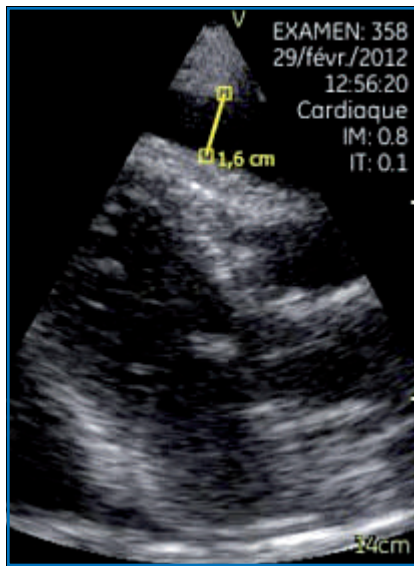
Épanchement péricardique, incidence parasternale G grand axe, échographe portable.
